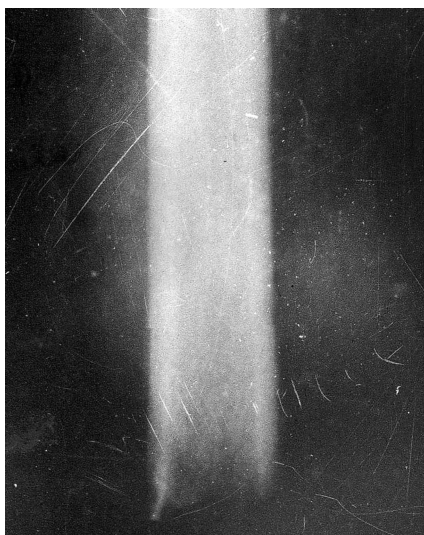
Фото рентгенограми.
